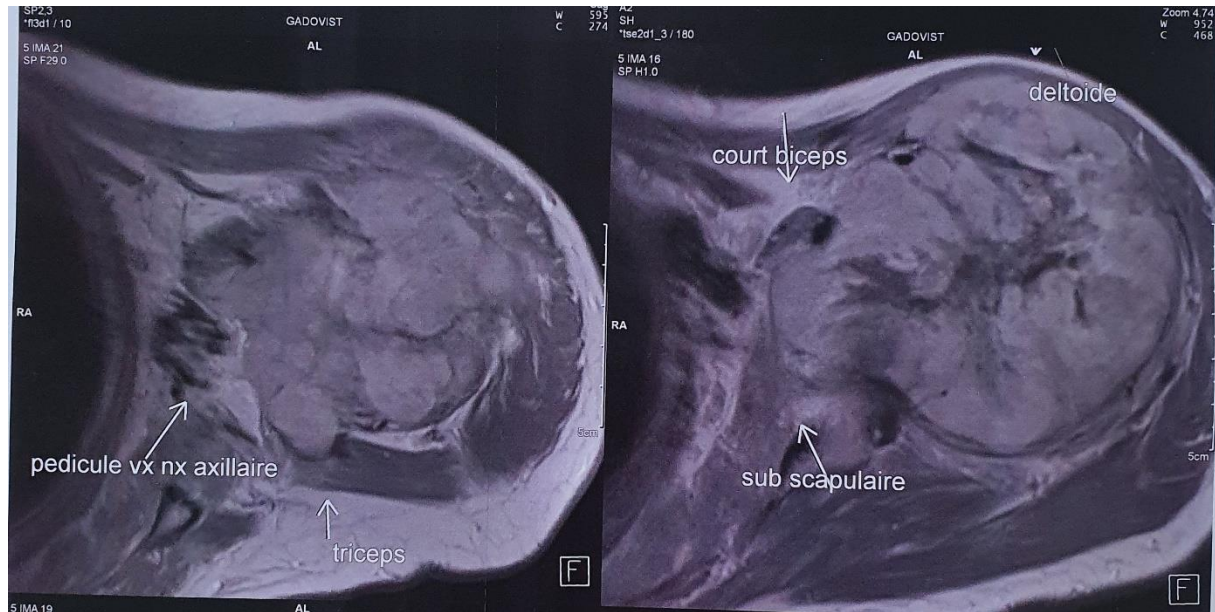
IRM de l'épaule montrant un envahissement partiel des structures musculaires adjacentes et refoulement du pédicule V-N par une métastase d'un sarcome des PM située à l'EP de l'Humérus.
